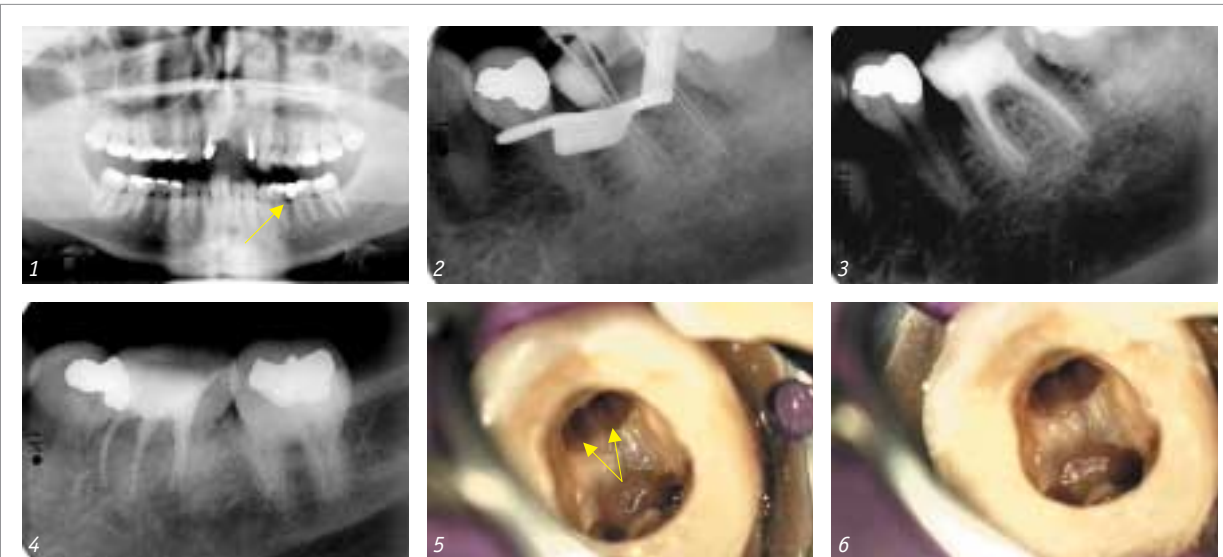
PSA vom 27.9.2004, Übersichtsaufnahme: überpresste Amalgamfüllung mit enger Beziehung zur mesialen Pulpawand. – Abb. 2: EZA vom 2.3.2005, Röntgenmessaufnahme. – Abb. 3: EZA vom 2.3.2005, Kontrollaufnahme der Wurzelfüllung. – Abb. 4: EZA vom 11.4.2005, Verlaufskontrolle. – Abb. 5 und 6: Darstellung der Kanäleingänge.
